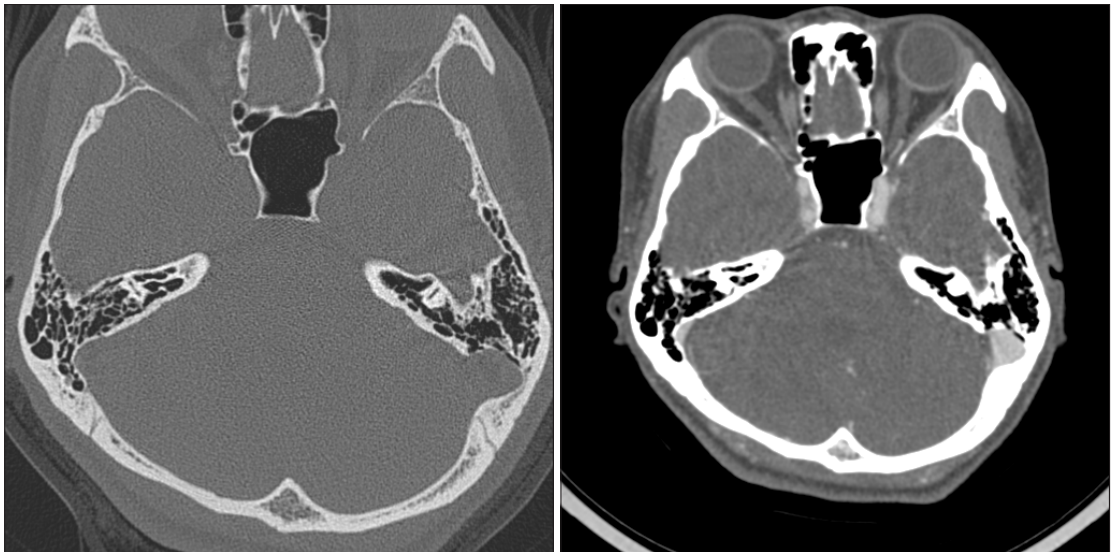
우성 좌측 S상 정맥동 및 골결손 환자의 측두골 단층 촬영 소견.
